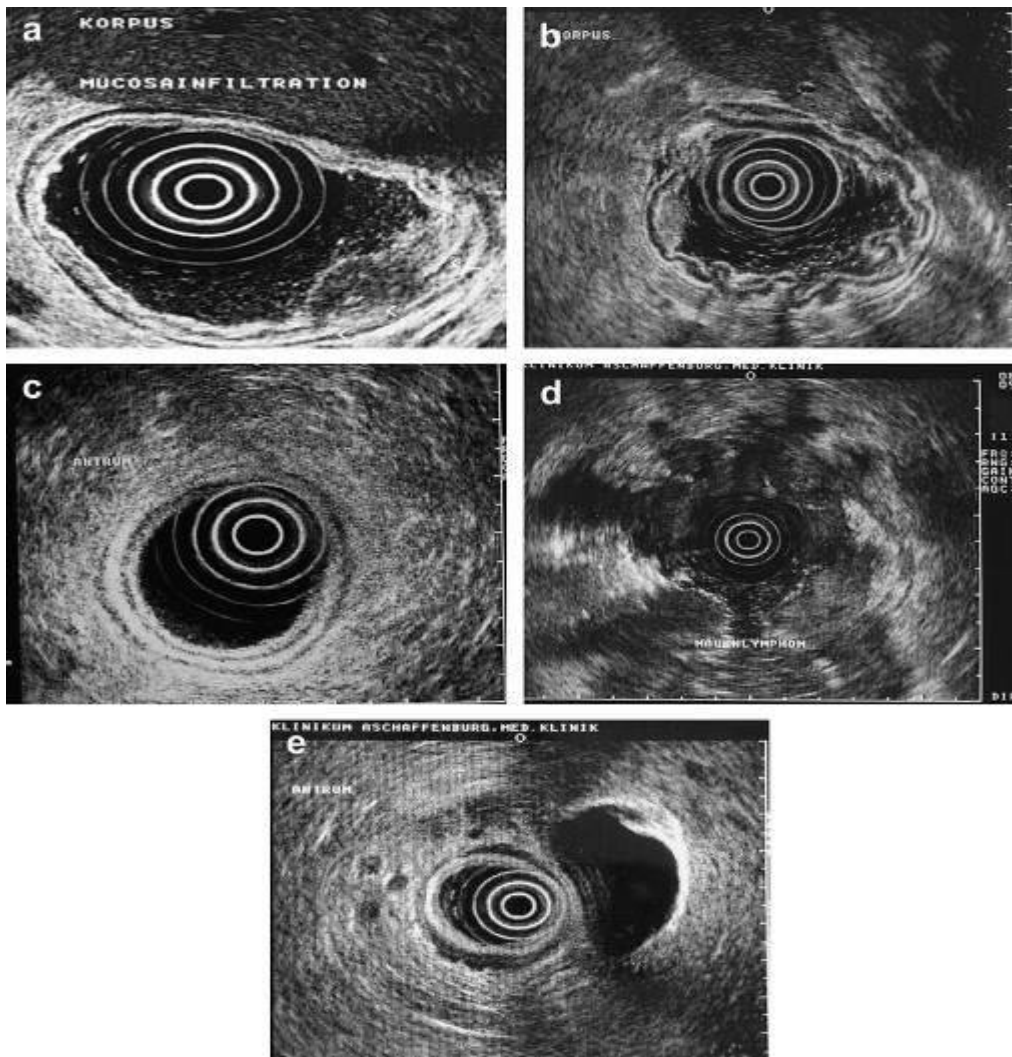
Aspect échocardiographique du LGM
